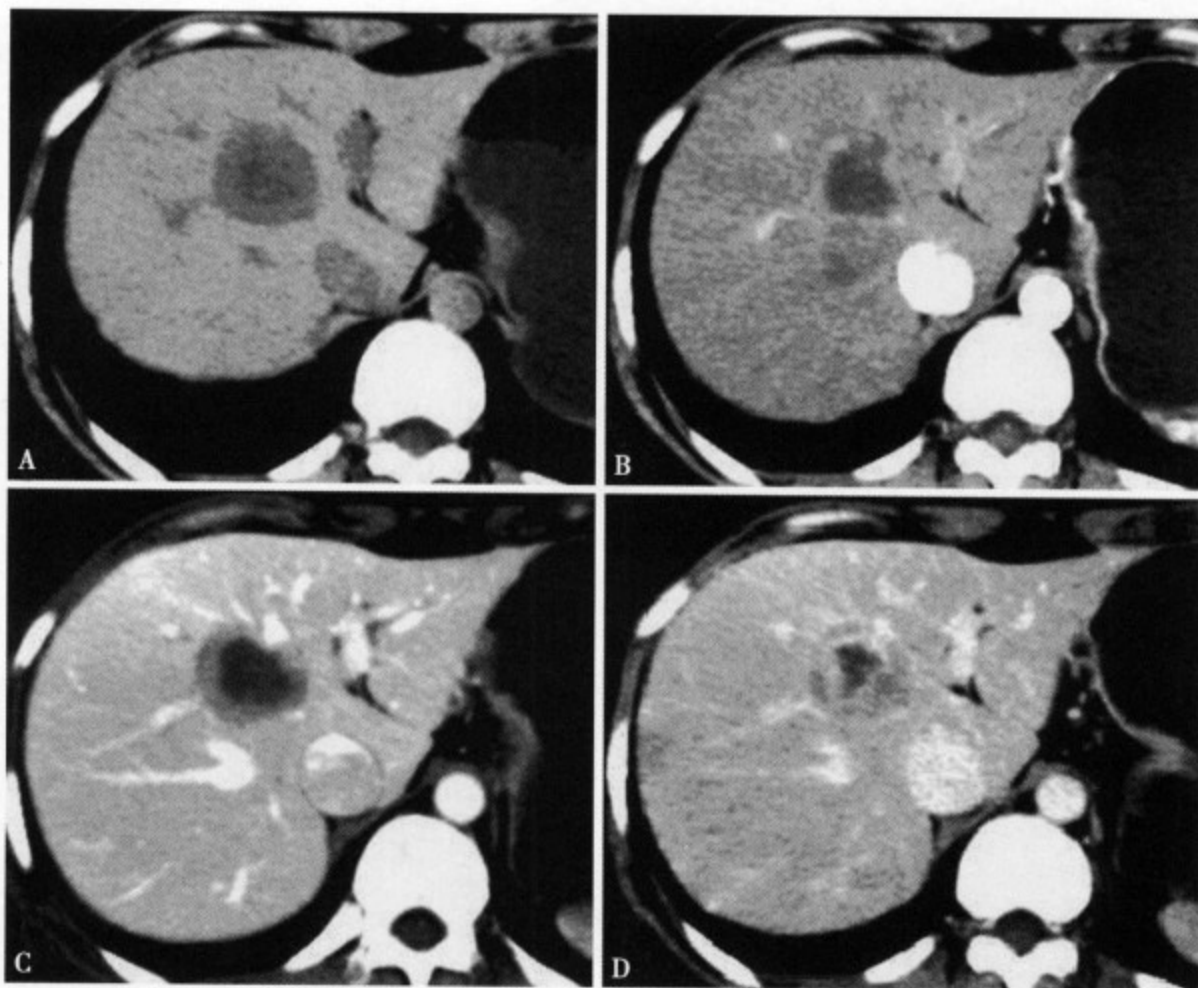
结肠癌肝转移。CT平扫(A)显示肝右叶内侧段圆形低密度病灶,密度不均,边缘不清;增强CT可见特征性的“牛眼征”(B、C、D)
